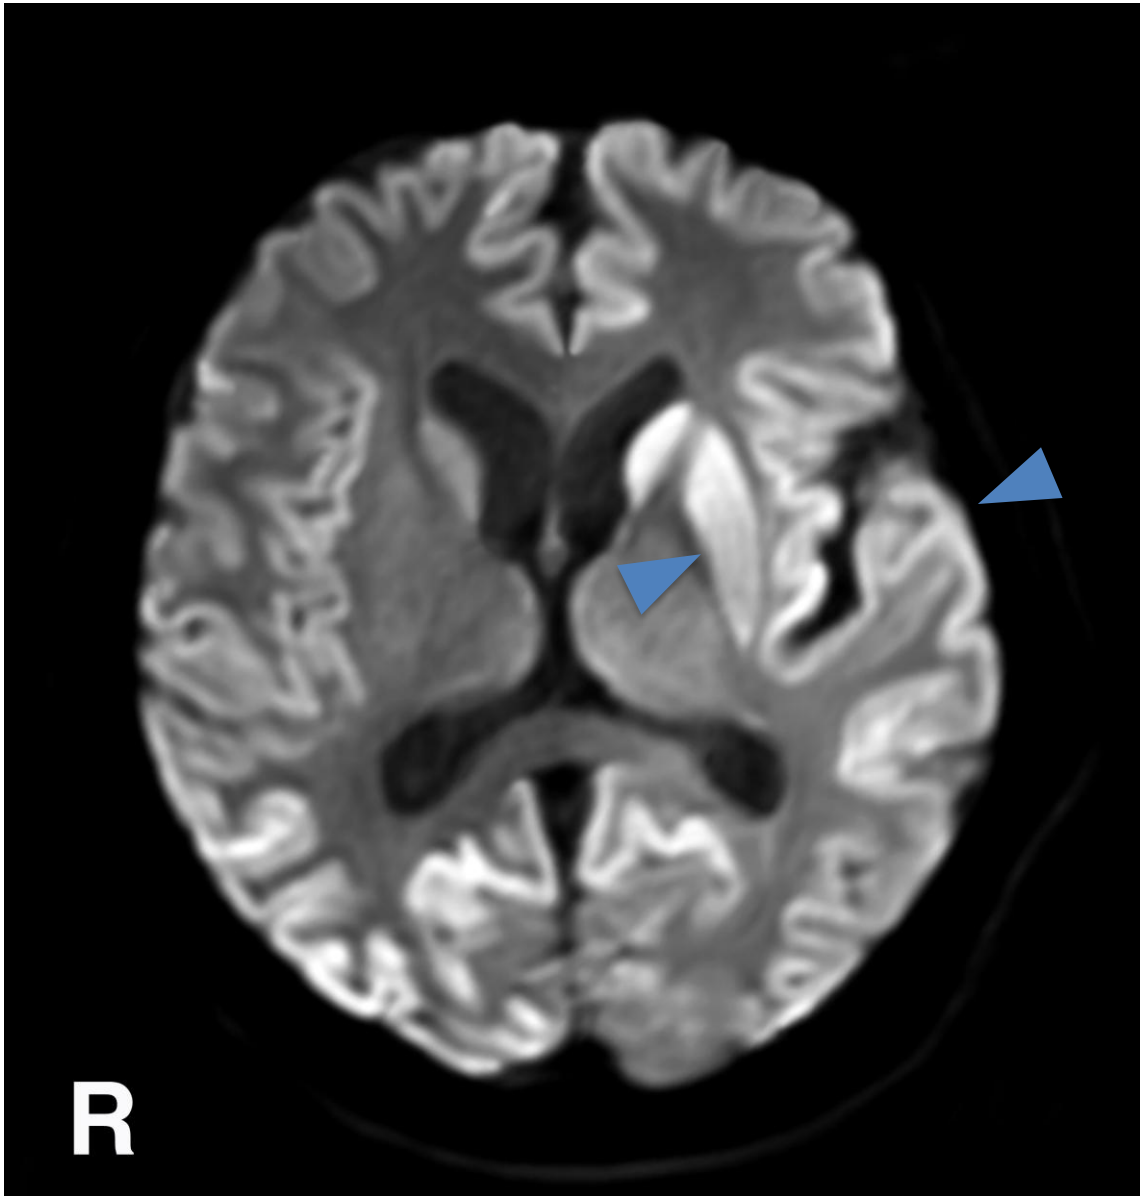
頭部 MRI 拡散強調画像 (diffusion weighted image: DWI) での大脳皮質、線条体の高信号
